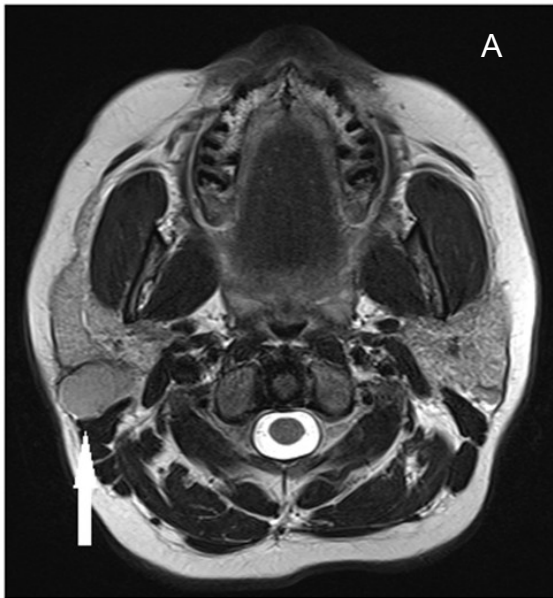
Non-Hodgkin-Lymphom in Gl. parotis rechts, MRT
